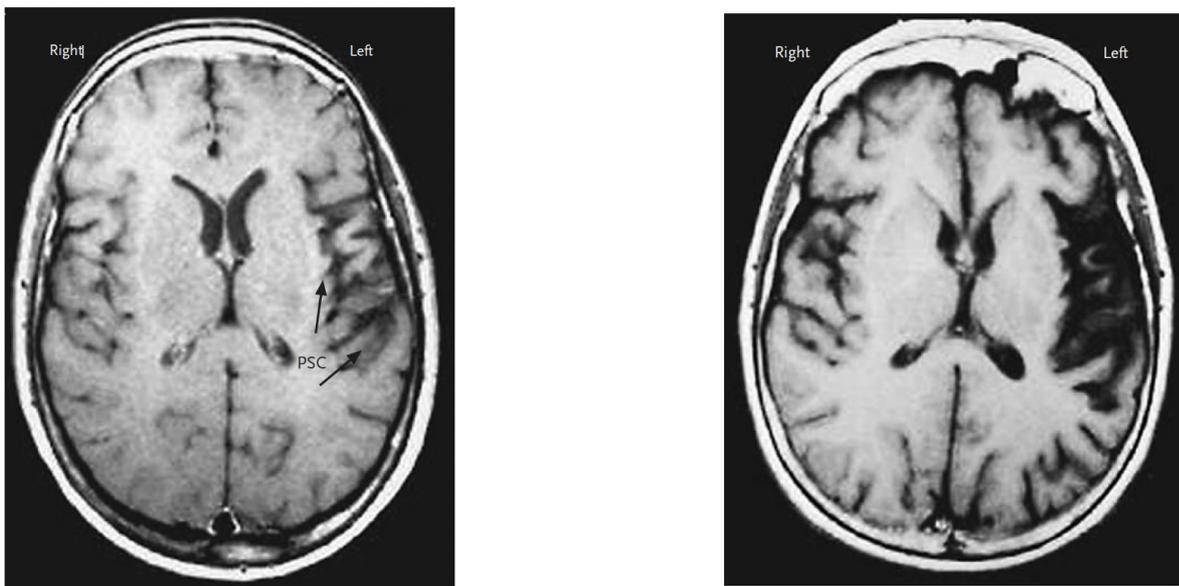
RMN di un paziente che ha sviluppato APP all'età di 61 anni ad un anno dall'esordio dei sintomi (a sinistra) e dopo quattro anni (a destra)[20].
